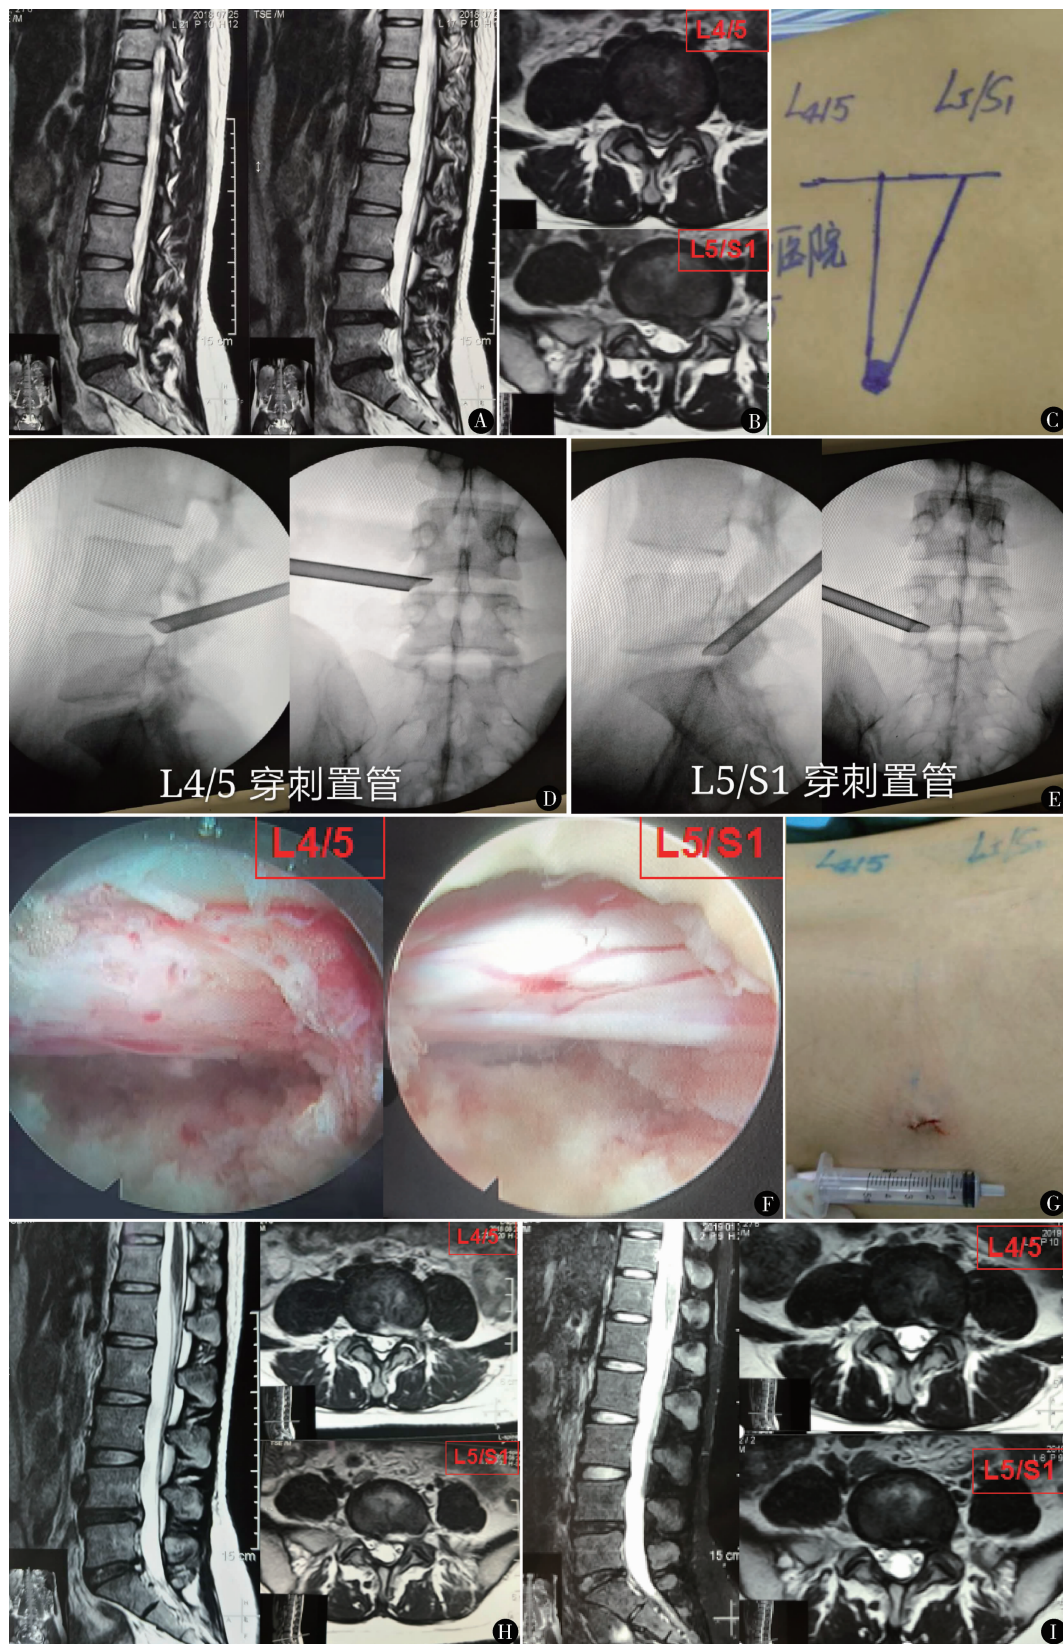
女,29岁,术前腰椎MRI提示L<sub>4/5</sub>、L<sub>5</sub>/S<sub>1</sub>节段椎间盘突出(A、B),术前切口设计(C),术中双间隙先后置工作管道(D、E)行髓核摘除术,镜下见神经根松弛(F),术后切口约8mm(G),术后3天复查MRI提示突出物摘除彻底,后纵韧带保留(H),术后1年复查MRI未见再突出(I)
